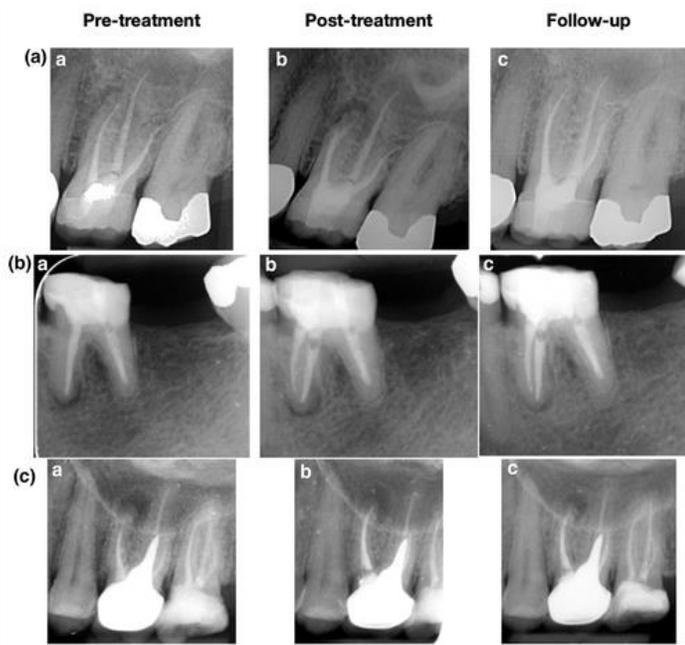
Radiografías de control.
